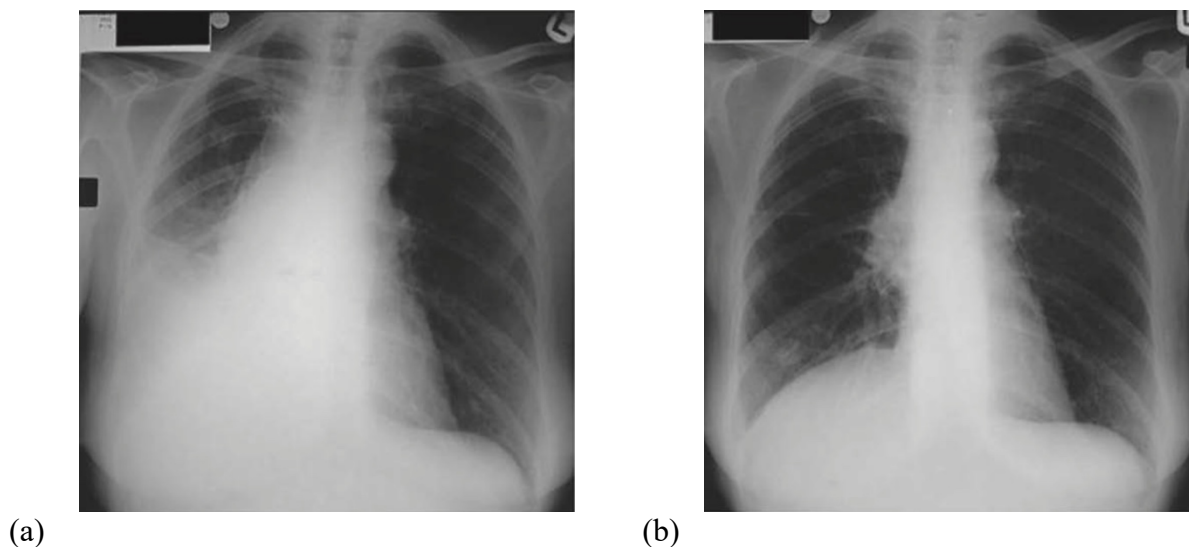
Radiographie pulmonaire (CXR) démontrant la réponse du cancer du poumon à petites cellules (SCLC) à un cycle de chimiothérapie combinée. (a) 15 mai. (b) 9 juin. (Ian Hun et al ; 2009).
